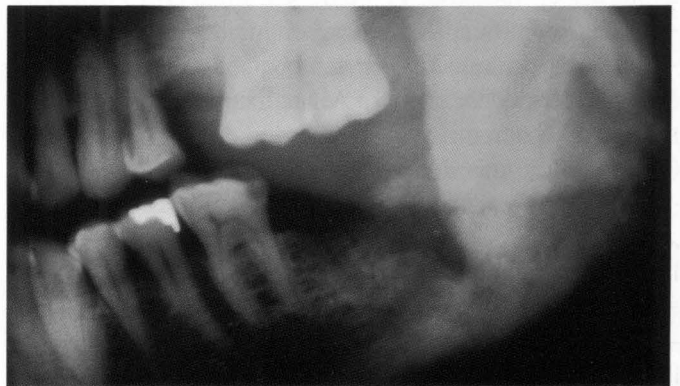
Detalle ortopantomografía practicada a los 6 meses, se observa la regeneración ósea.
